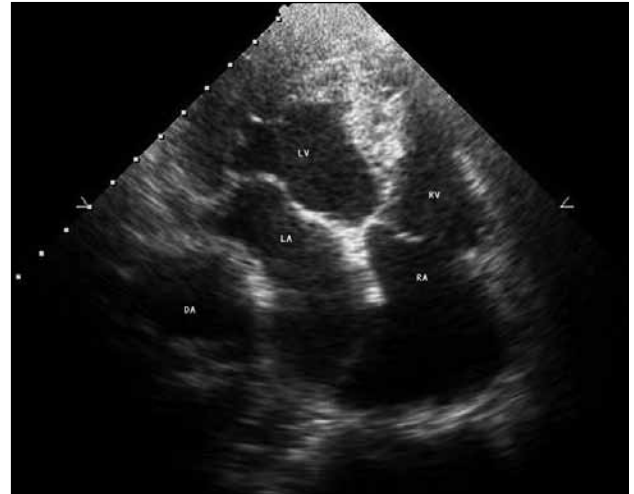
Parasternal uzun eksen, sol atriyuma inen aortanın tromboze anevrizmasının baskısı izlenmekte (LA: Sol atriyum, LV: Sol ventrikül, DA: İnen aorta).
